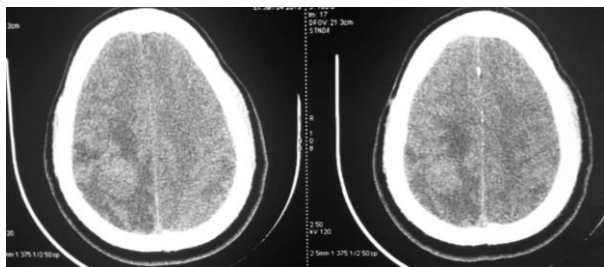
TDM en Coupe axiale sans injection de produit de contraste.
